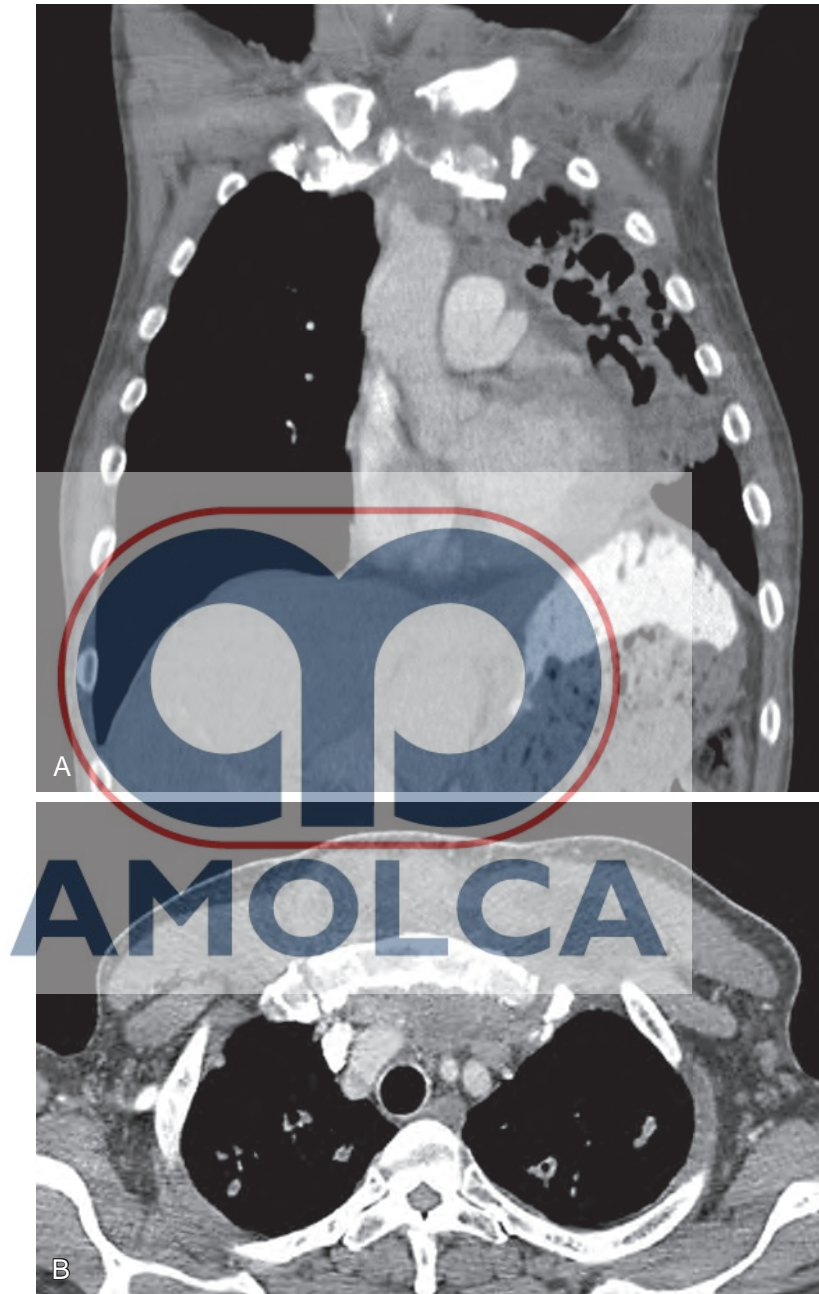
A, esta tomografía computarizada (CT) coronal revela múltiples cavidades del lóbulo superior izquierdo que son sumamente sugestivas de una tuberculosis activa (discutida en el capítulo 24). B, las imágenes de la CT axial revelan una tumefacción anterior extensa de tejidos blandos con una estructura central, llena de líquido y con atenuación baja. Esto es el resultado de la extensión de la infección a través de la pared torácica, lo que ocasiona celulitis y absceso tuberculoso.
